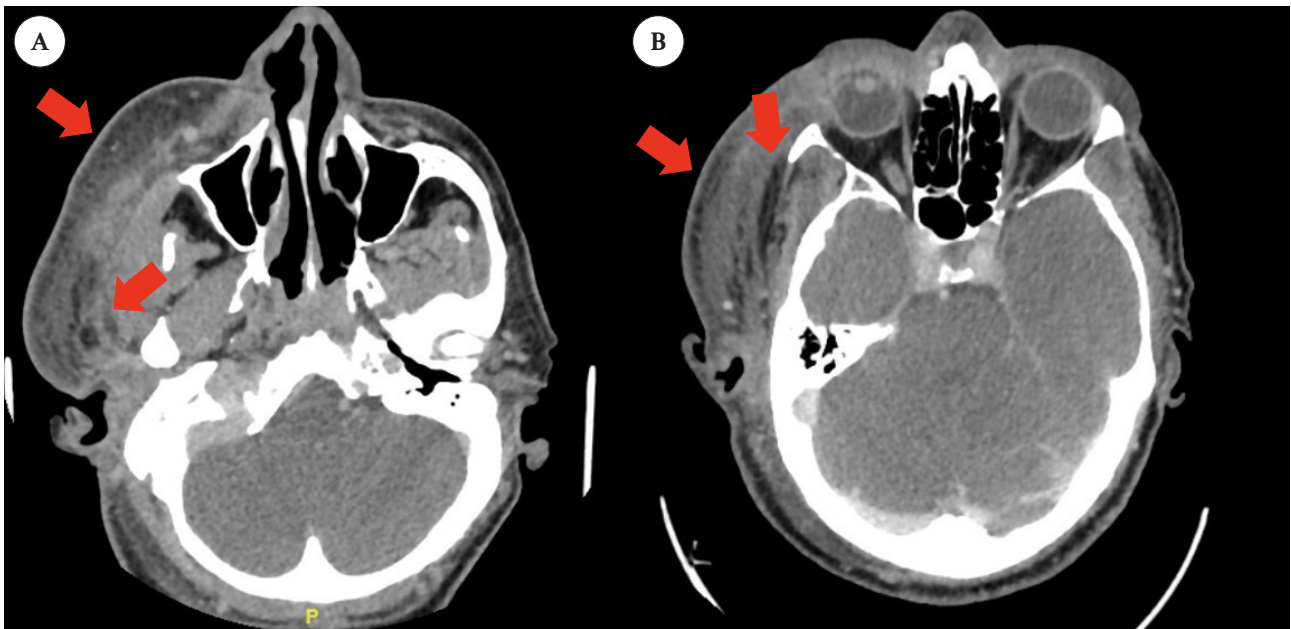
Tomografía axial computarizada corte axial. A: Correspondiente a tercio medio facial: Muestra el compromiso del tejido celular subcutáneo de la región geniana derecha y de espacios neumatizados en el espesor del tejido. B: Correspondiente a tercio superior facial: Muestra compromiso del tejido celular subcutáneo de la región temporal derecha y de espacios neumatizados en planos más profundos.
